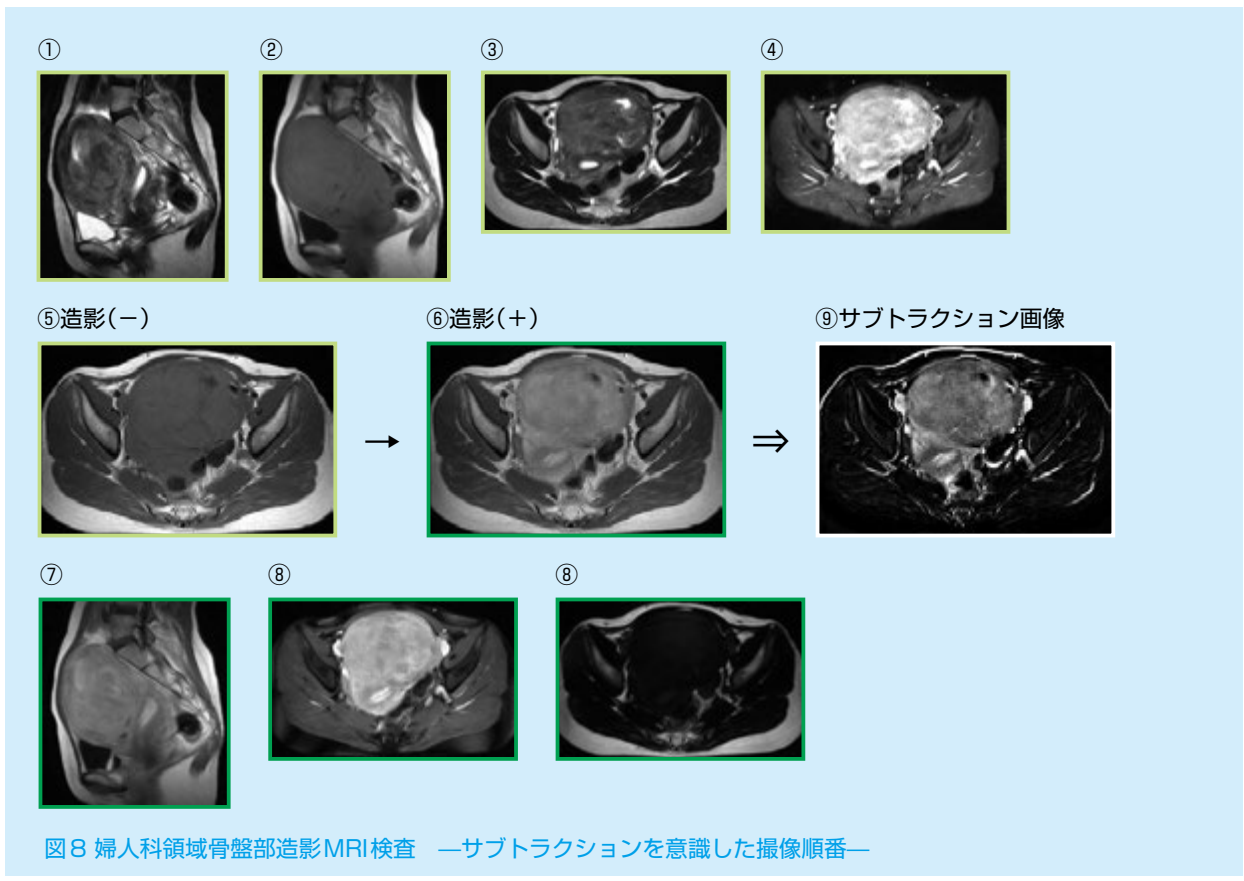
婦人科領域骨盤部造影MRI検査 —サブトラクションを意識した撮像順番—
